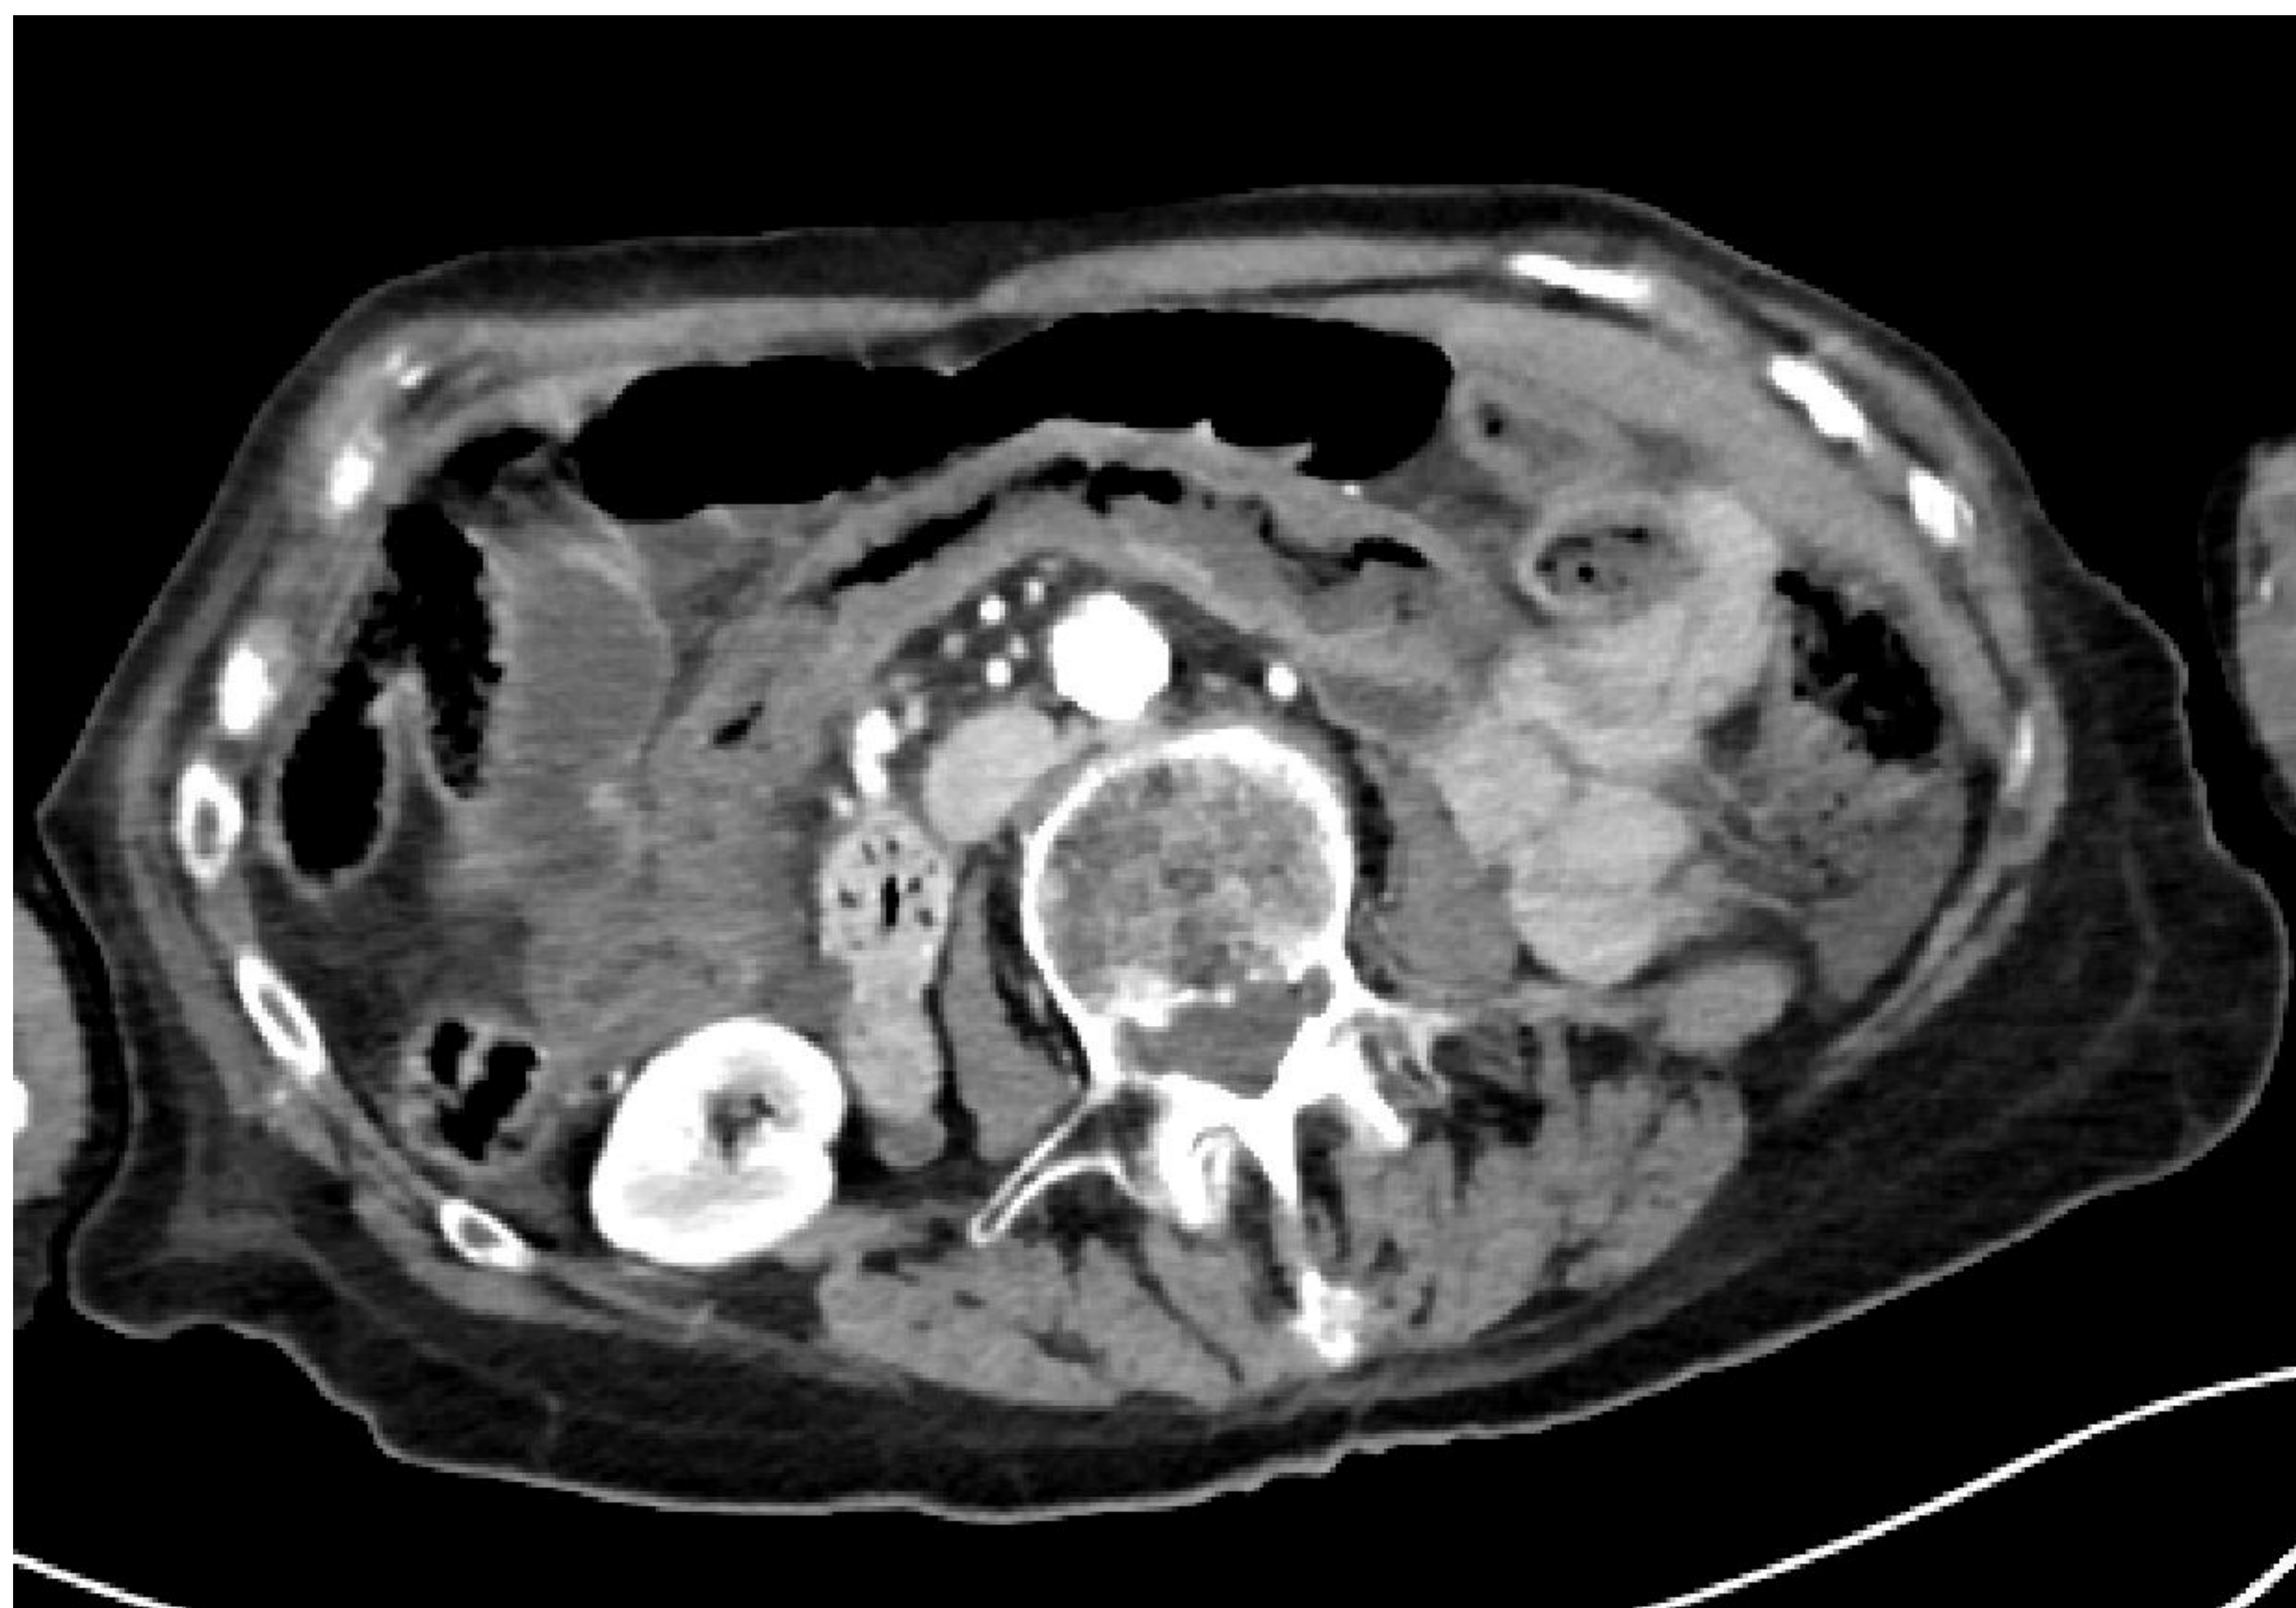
ileítis infecciosa. Corte axial de TC abdómino-pélvico tras administración de contraste intravenoso
